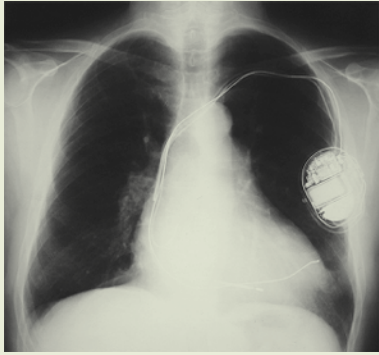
Radiografía de tórax con el dispositivo resincronizador implantado
